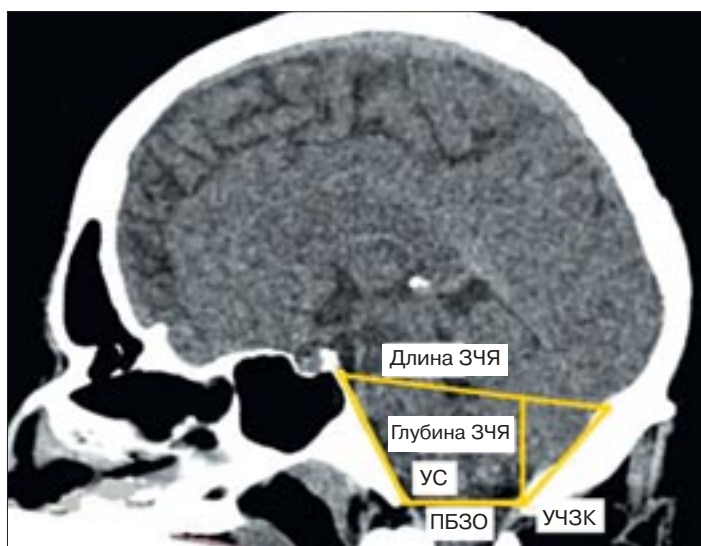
Измерения на компьютерной томограмме в сакиттальной проекции: ПБЗО – плоскость большого затылочного отверстия.
